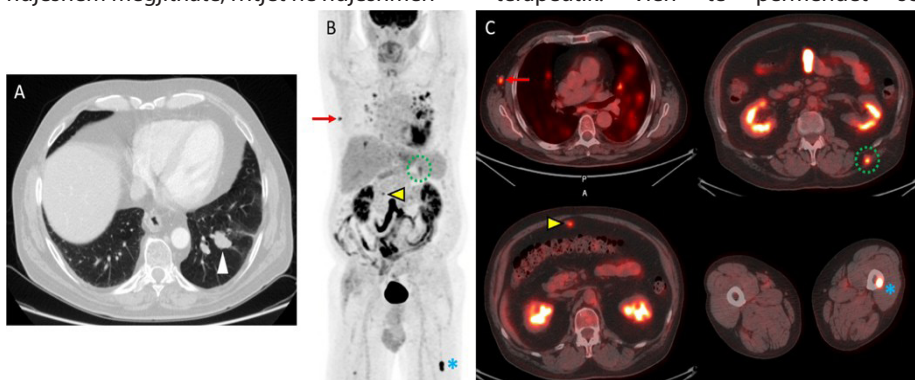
F-FDG-PET/CT zbulon metastaza të shumëfishta te një burrë 71-vjeçar me melanomë recidivuese. A) Një imazheri aksiale nga një CT diagnostikuese e kraharorit tregon një nyje të dyshimtë në lobin e poshtëm të majtë, e cila më pas u biopsua bronkioskopikisht dhe u tregua se ishte një metastazë melanome. Pjesa tjetër e ekzaminimit diagnostikues CT të kraharorit, barkut dhe legenit tregoi një nyje omentale të dyshimtë, por jo sëmundje metastatike të përcaktuara. Bazuar në këto rezultate, pacienti filloi vlerësimin për një rezeksion pykë të kësaj metastaze, e cila përfshinte ristadim me FDG PET/CT. B) Imazheria e projekcionit me intensitet maksimal (MIP) nga një studim FDG-PET tregon metastaza të shumëfishta, si dhe inflamacion në mushkëri. C) Imazhet e bashkuara PET/CT tregojnë metastaza me rritje të absorbimit të FDG në sjetullën e djathtë (shigjeta e kuqe), omentumin (shigjeta e verdhë), muskulaturën e majtë të pasme (rrethi i gjelbër me pika) dhe femurin e majtë (ylli blu). Biopsia kirurgjikale konfirmoi metastazën e nyjës limfatike sjetullore të djathtë, dhe pacienti u trajtua me terapi sistematike në vend të metastektomisë. (6)
